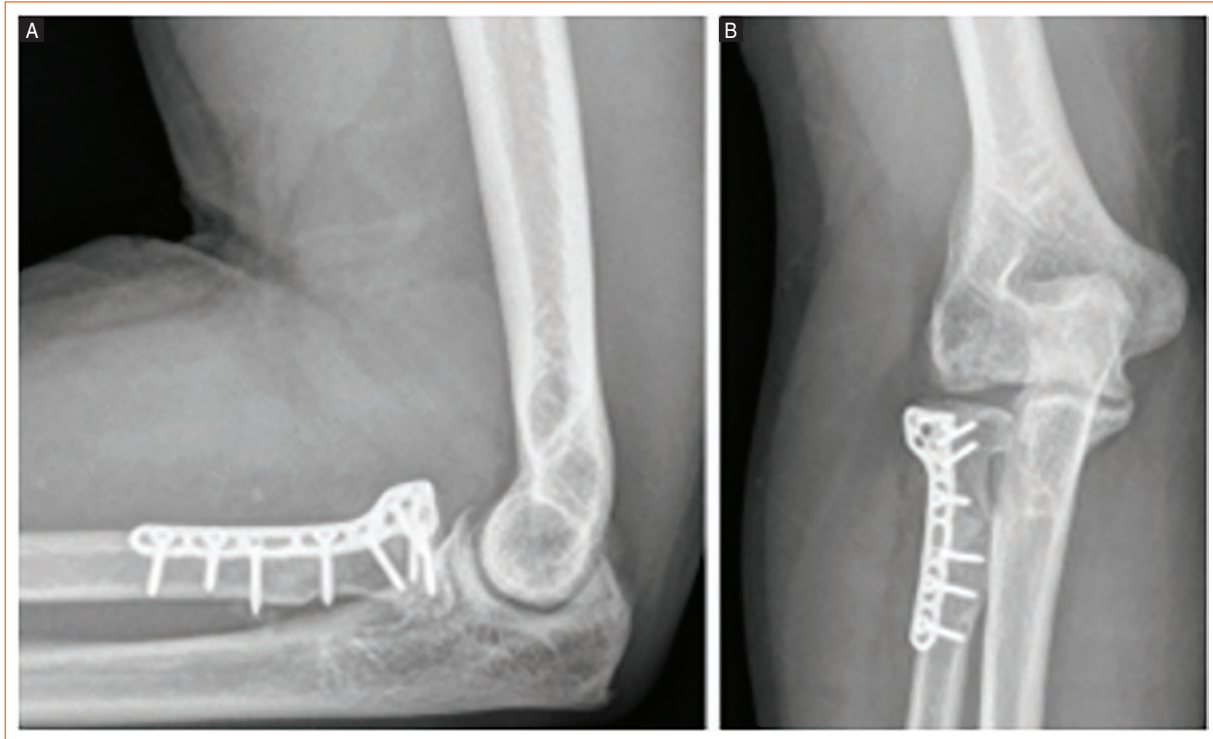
A-B: lateral and anteroposterior 3-month follow-up X-ray showing consolidation and obliteration of the cavity.
